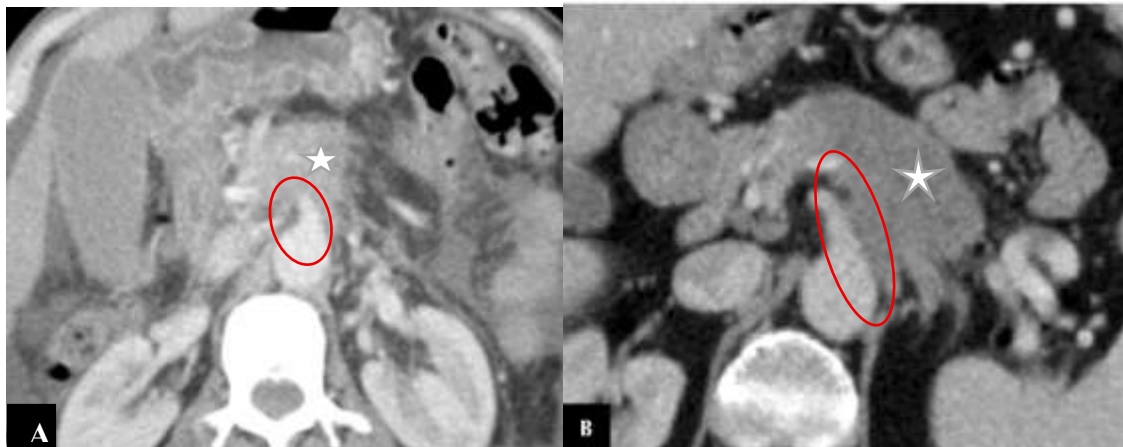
TDM abdominale injectée en vue axiale au temps artériel (A) et parenchymateux (B) montrant une masse pancréatique corporelle (étoile) avec extension vasculaire vers l'AMS (A) et vers le tronc cœliaque (B).
